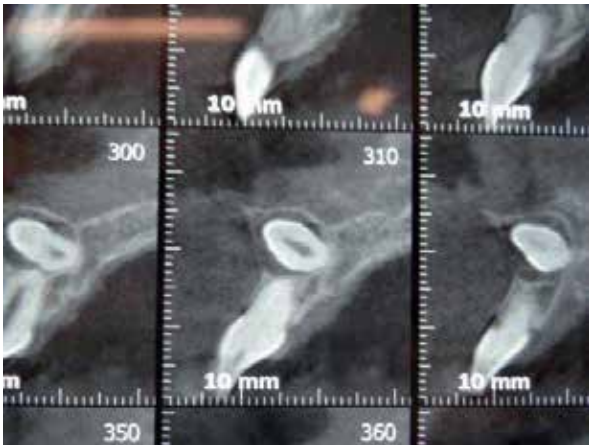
Tomografía. Odontoma compuesto.
